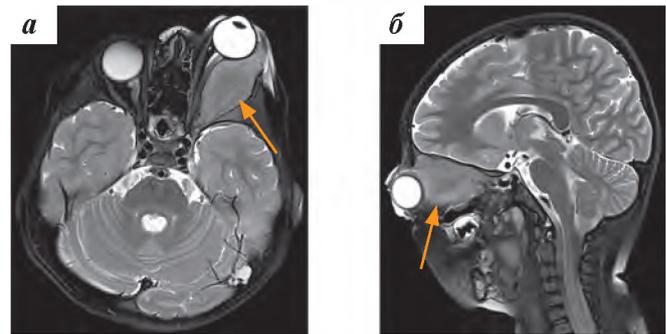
Пациент № 2, ОМЛ. МРТ, T2-ВИ: а – аксиальная плоскость; б – сагиттальная плоскость. В латеральных и задних отделах левой орбиты видны опухолевые ткани, которые распространяются в канал зрительного нерва
